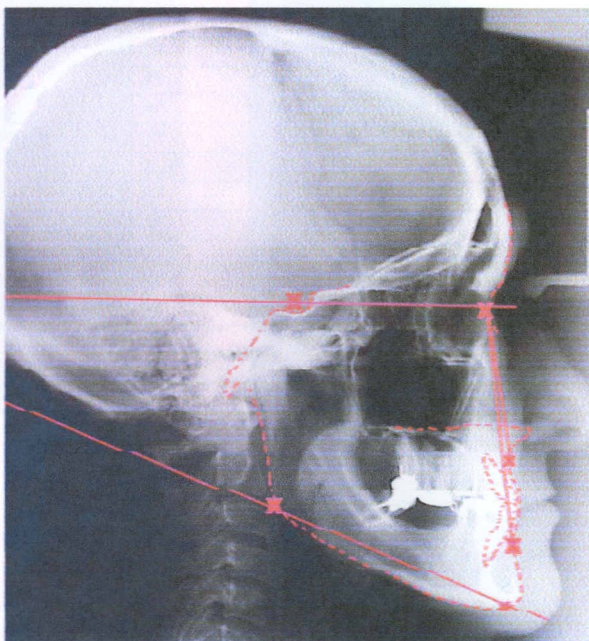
Puntos y trazados cefalométricos en telerradiografía de perfil en situación control
